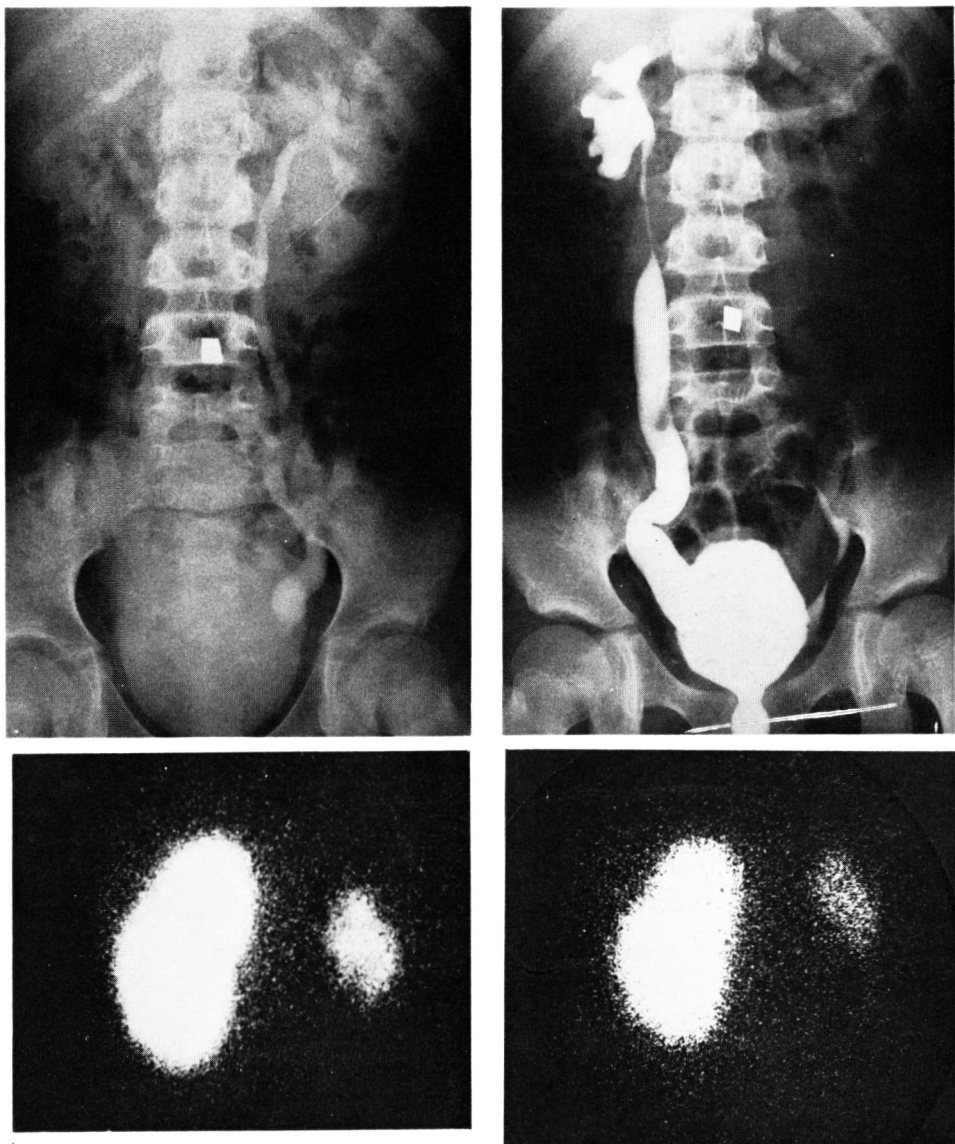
Preoperative IVP and renal scintigram (left) and VCG and (center), and postoperative IVP and renal scintigram (right) in the case K.K. with right VUR
